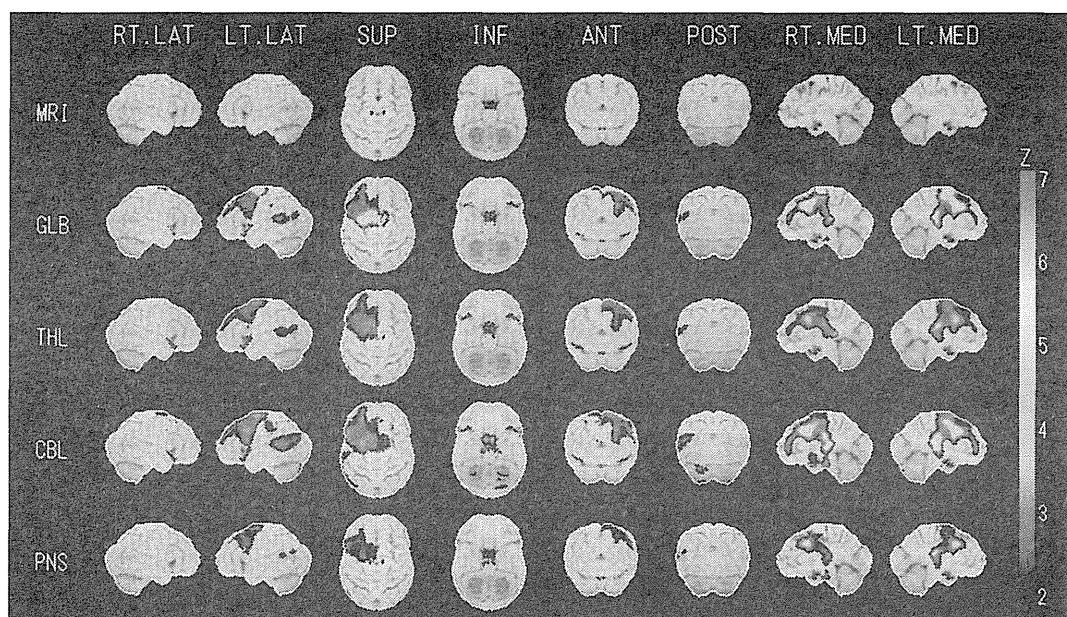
Group comparison between the normal database and 6 patients with higher brain dysfunction (Z -score > 2). Upper row: standardized brain surface (8 directions) on magnetic resonance images (MRI), 2nd row: Z -score images using normalized counts of the global brain (GLB), 3rd row: Z -score images using normalized counts of the thalamus (THL), 4th row: Z -score images using normalized counts of the cerebellum (CBL), 5th row: Z -score images using normalized counts of the pons (PNS). Color in the right bar shows clusters of pixels (Z -score > 2). The Z -score images (2nd row) show common areas of significant cortical neuron loss in the bilateral medial frontal lobes, especially around the bilateral medial frontal gyri.
